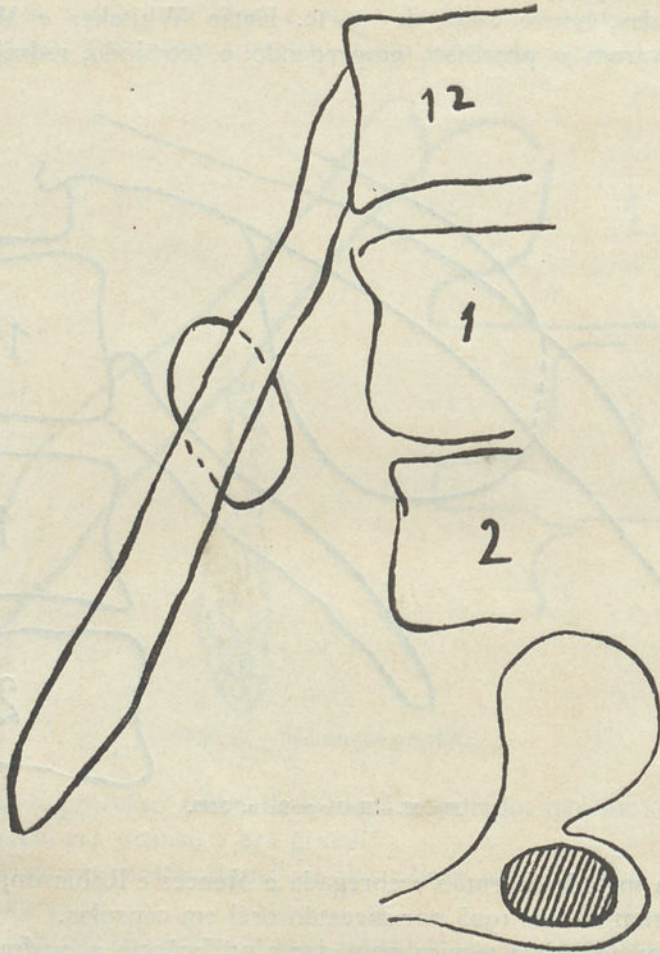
Radiografia n.º 2896.
